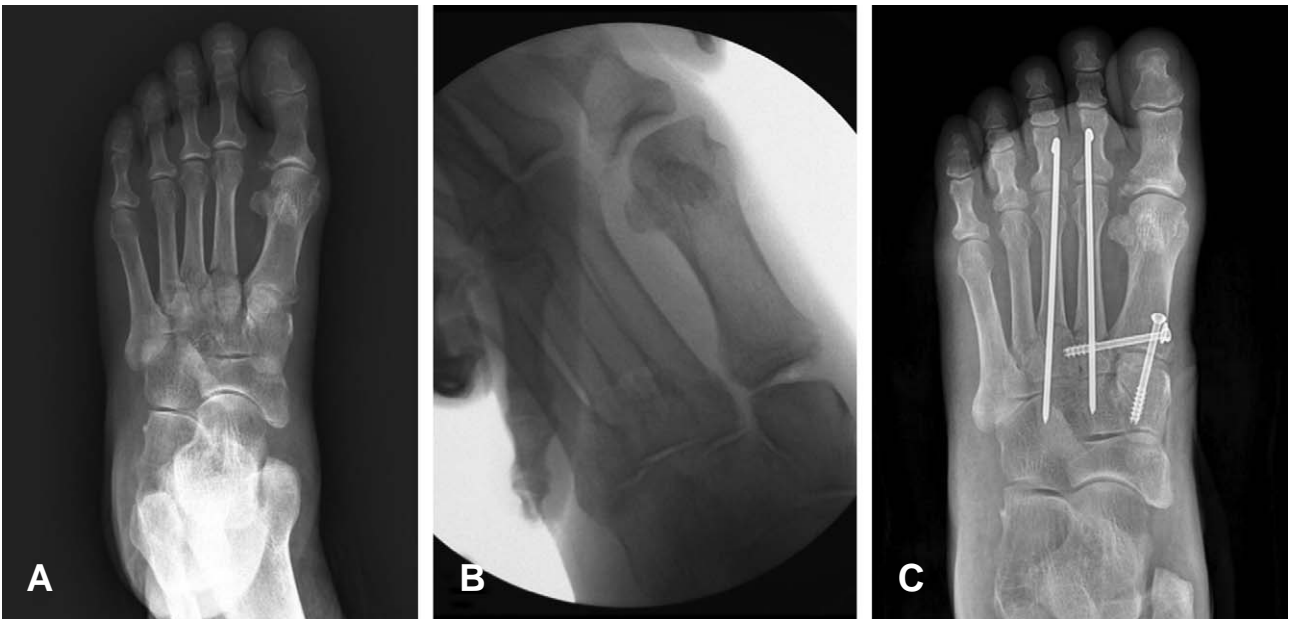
(A) Initial anteroposterior radiograph of 68 years old female show fracture of 1st, 2nd and 3rd metatarsal base. (B) Stress radiograph shows that the 1st tarsometatarsal joints were subluxated and the diastasis between 1st and 2nd metatarsal base was increased, (C) Postoperative radiograph shows internal fixation using 4.0 mm cannulated screws.
